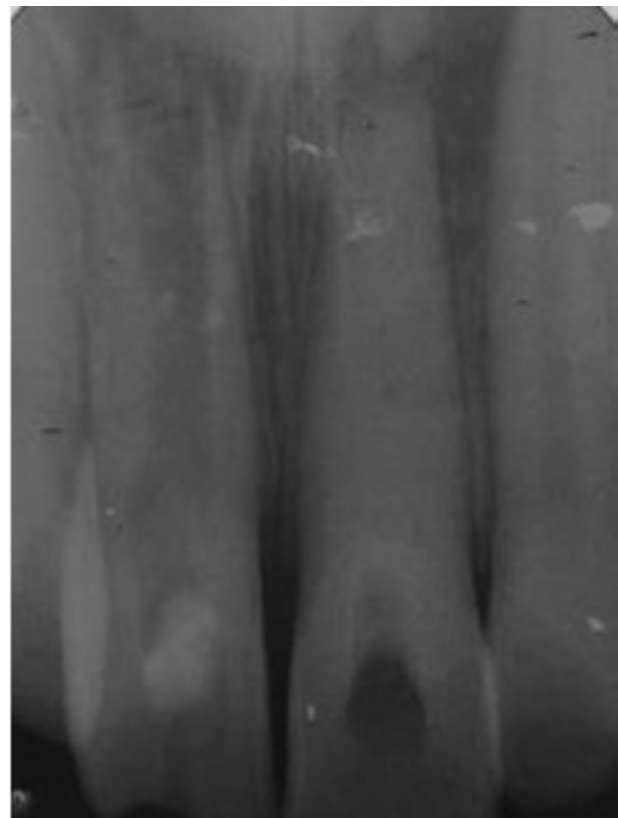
Radiografia periapical exibindo a medicação intracanal (algodão com tricresol).
